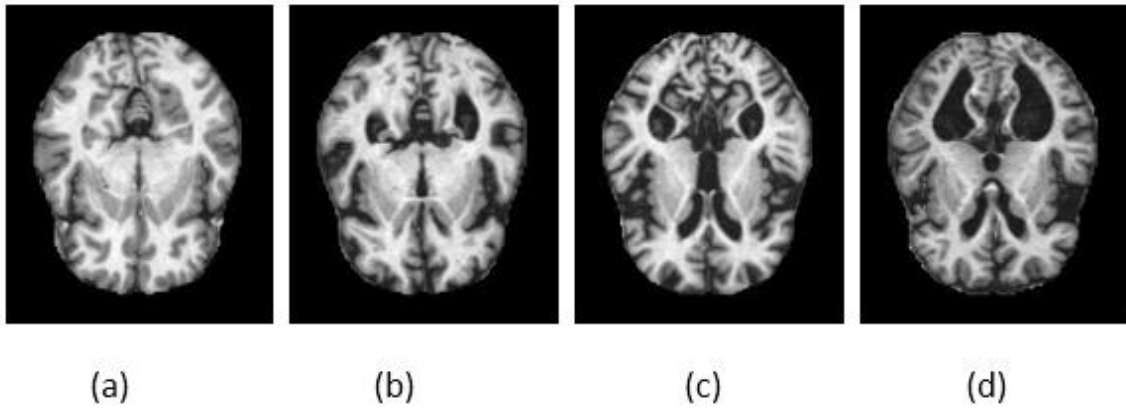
Les images IRM (a) non malade ;(b) démence légère; (c) démence modérée ; (d) atteints de démence.
